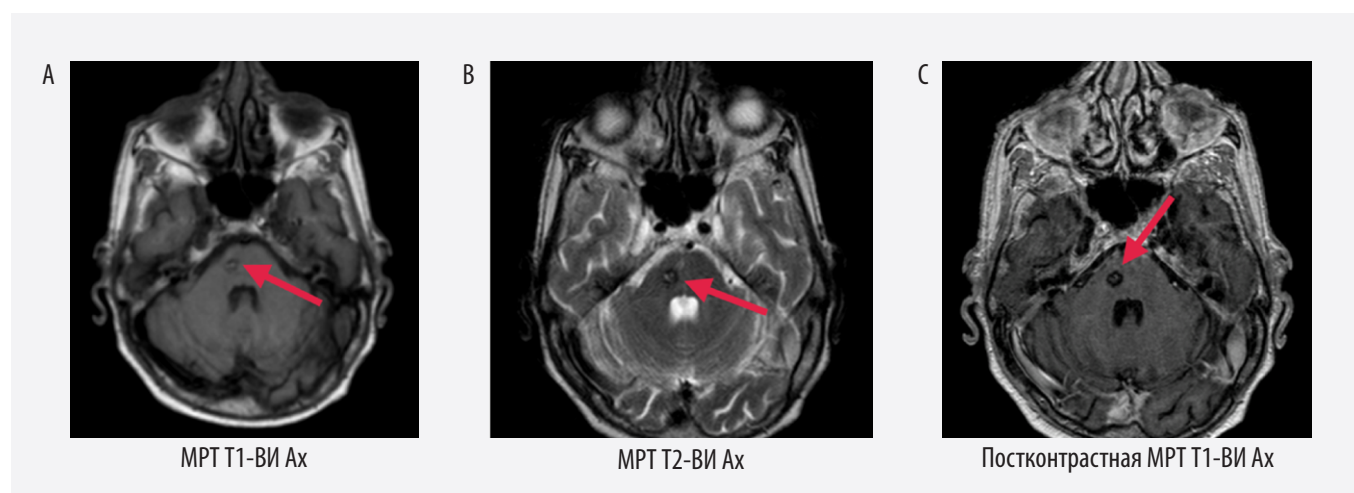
Пациент Г., 74 года, центральный рак правого легкого (аденокарцинома). На КТ с контрастированием – без патологии. Доконтрастная МРТ T1-ВИ (А), T2-ВИ (В) и постконтрастная МРТ T1-ВИ (С) в правой половине Варолиева моста очаговое образование, соответствующее каверноме
